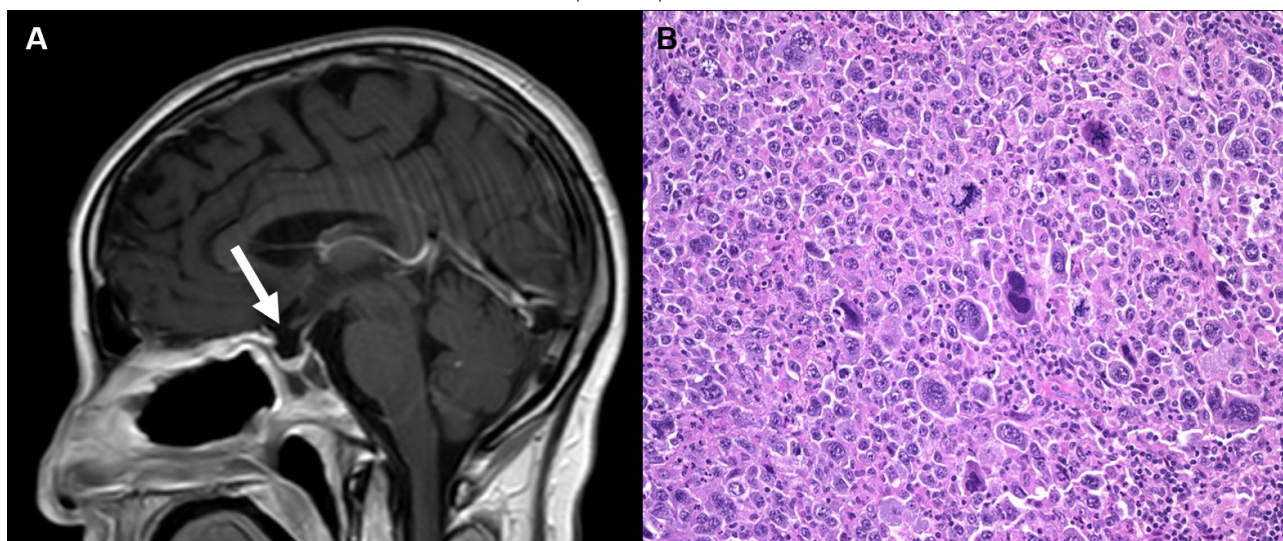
Imagen de RM en secuencia T1 con contraste (2A) mostrando la exéresis de la lesión. Estudio de anatomía patológica (2B), mostrando células linfoides teñidas con hematoxilina-eosina, de núcleos redondos, de tamaño intermedio, cromatina fina, nucléolo pequeño, poco citoplasma.
